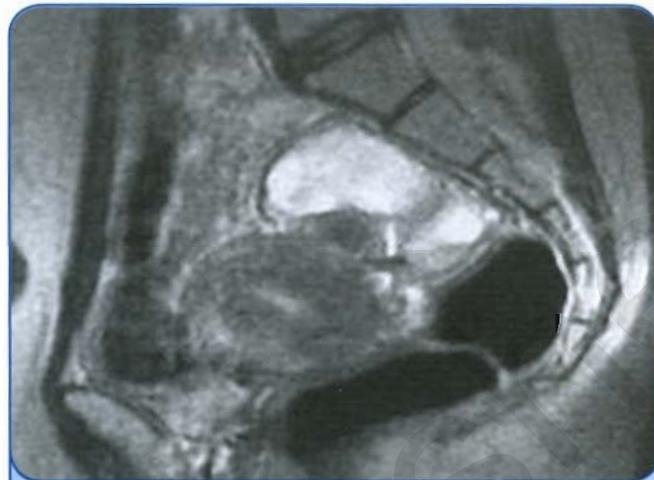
МРТ. Эндометриоидная киста левого яичника
